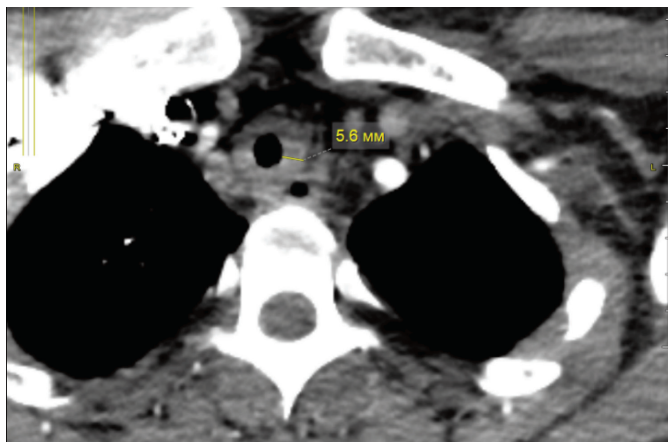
Уменьшение толщины стенки трахеи после проведенной терапии (динамика по данным компьютерной томографии через 12 месяцев)
